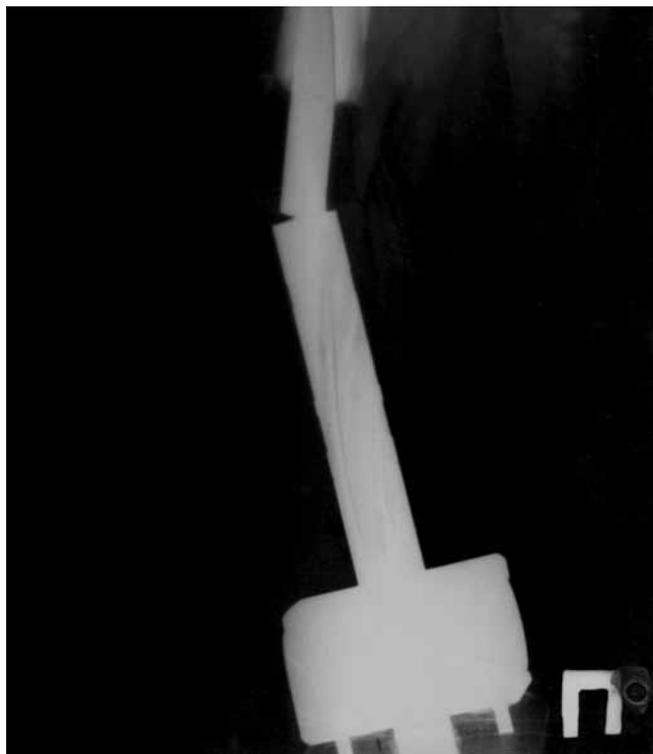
Перелом ножки эндопротеза (рентгенограмма, передняя проекция).
